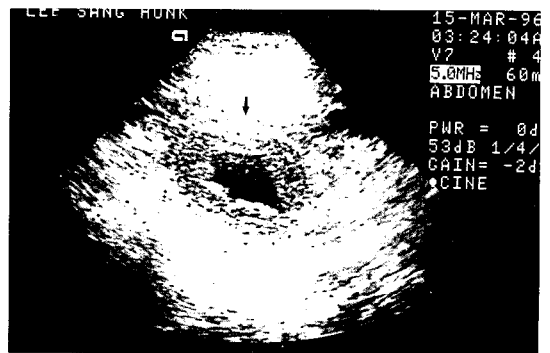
Abdominal sonography shows diffuse bladder wall thickening (arrow) due to contraction of urinary bladder.
